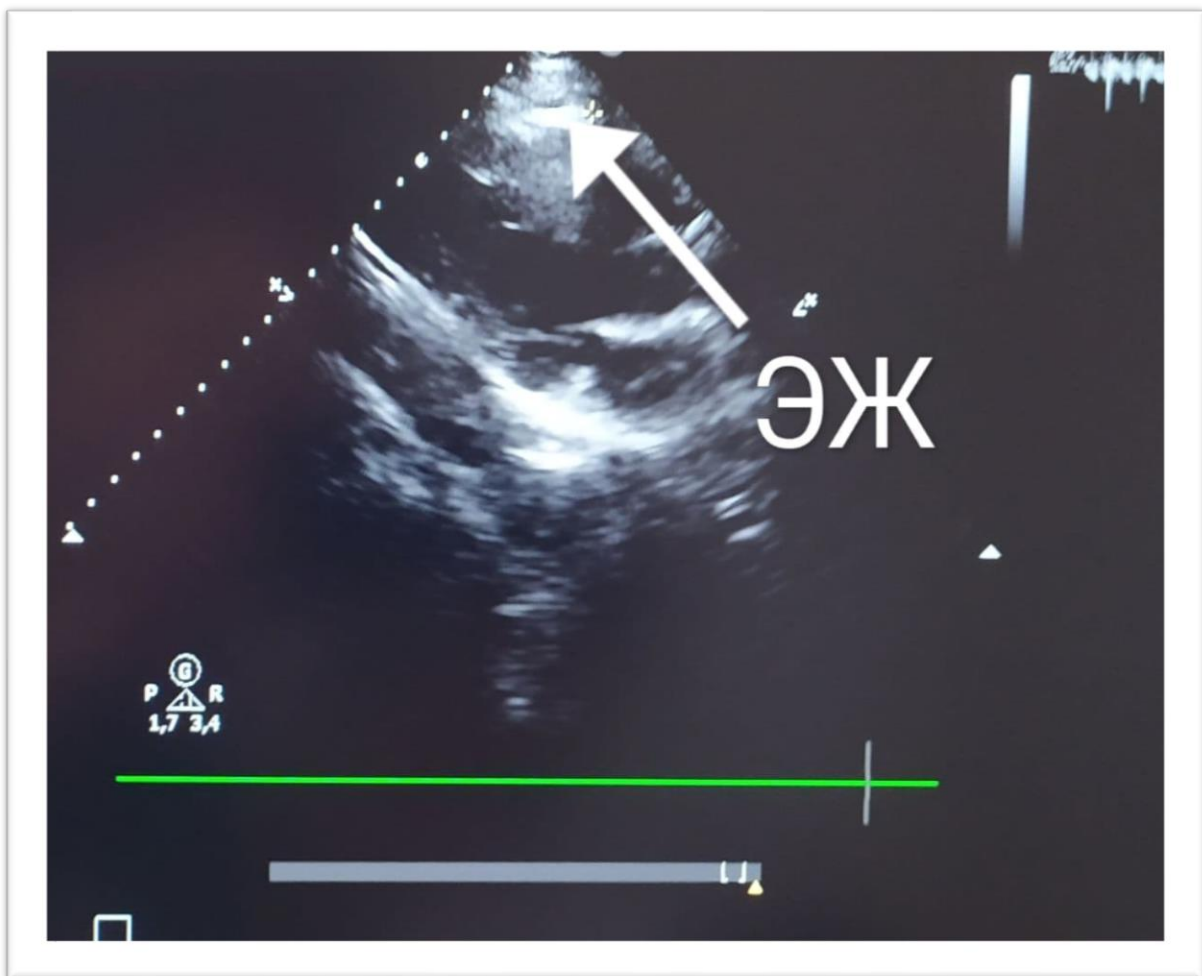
Эхокардиограмма девочки М. 16 лет
